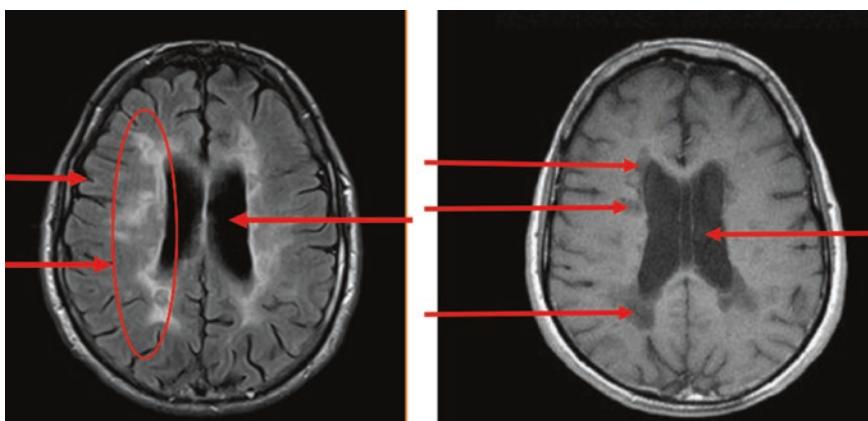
Hirnatrophie in axialer Schnittführung in T2 FLAIR (links) und T1 (rechts)
